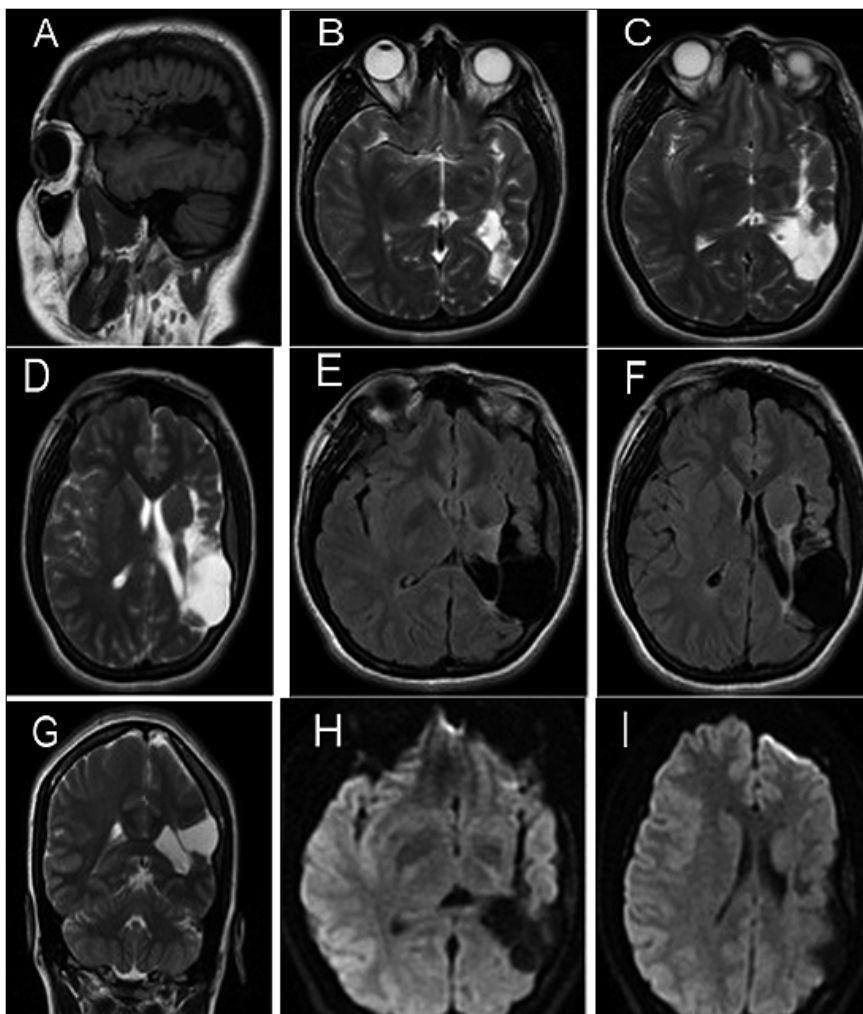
Imagen de Resonancia Magnética Cerebral, fase simple. A. Corte parasagital izquierdo de encéfalo, secuencia T1. Disminución del volumen del parénquima cerebral, área asociada a encefalomalacia; B y C. Corte axial, secuencia T2. Hemiatrofia izquierda. En región insular cambios relacionados a malacia; D. Corte Axial, secuencia T2. Hemiatrofia izquierda; E. Corte axial, secuencia T2 FLAIR. Hemiatrofia cerebral izquierda, quiste asociado; F. Corte axial, secuencia T2 FLAIR. Aumento en el grosor de la calota izquierda, área quística; G. Corte coronal, secuencia T2. Aumento en sistema ventricular izquierdo, área quística y aumento en el grosor del diploe; H - I. Difusión. No se observa restricción a la difusión.
